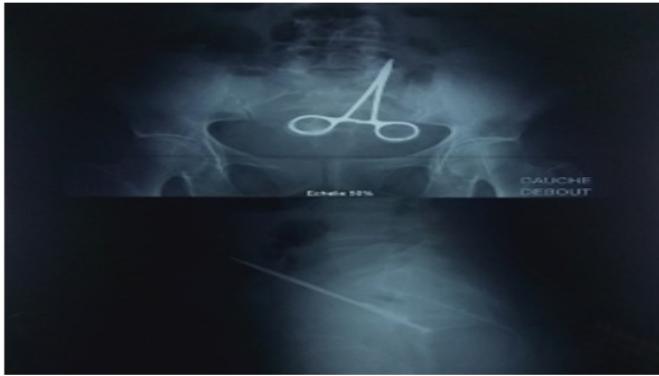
Image radiographique de l'abdomen sans préparation mettant en évidence une pince chirurgicale dans l'abdomen.
